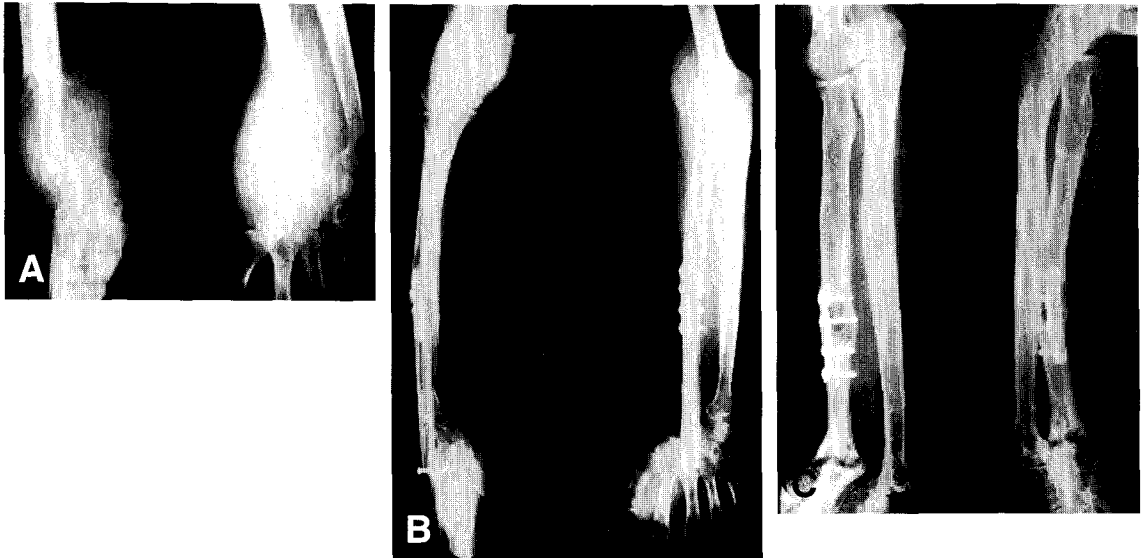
A. Initial X-ray. B. Post-operative X-ray. C. Ten years F-U X-ray(Giant cell tumor recurred at 6th year).
